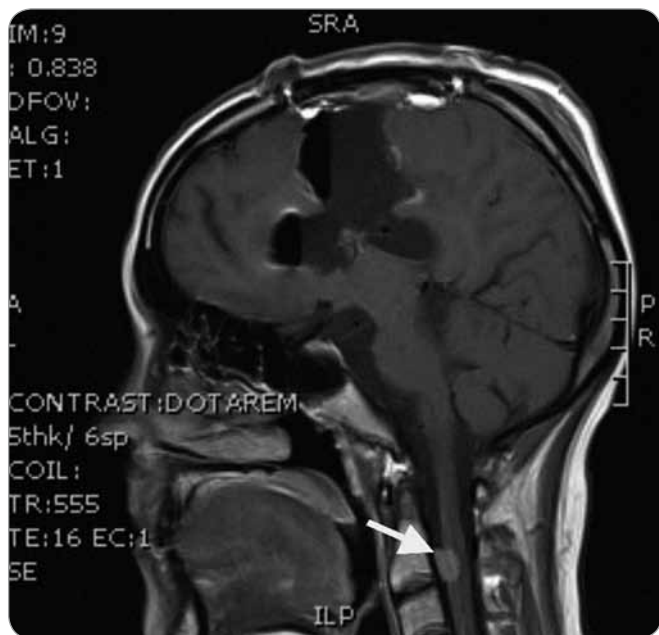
Funkční předoperační MRI.
